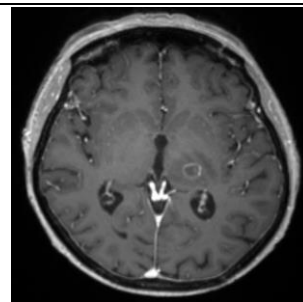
Toxoplasmose cérébrale temporale gauche en IRM
